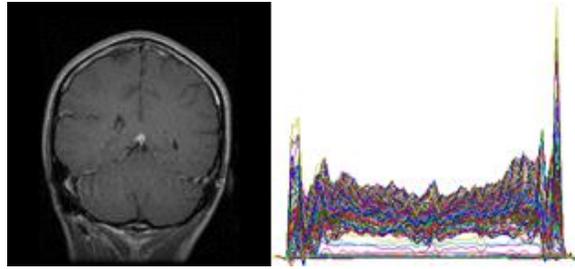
Image IRM cérébrale pondérée en T1 (à gauche) et la représentation de l'histogramme basé sur la covariance de tous les pixels de l'image M (à droite).
